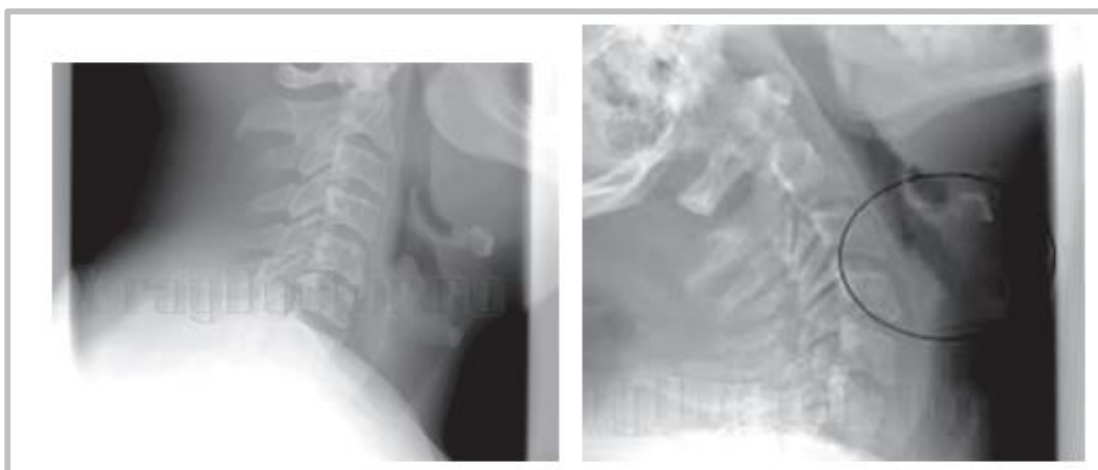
Tabloul imagistic prin radiografie cervicală clasică
